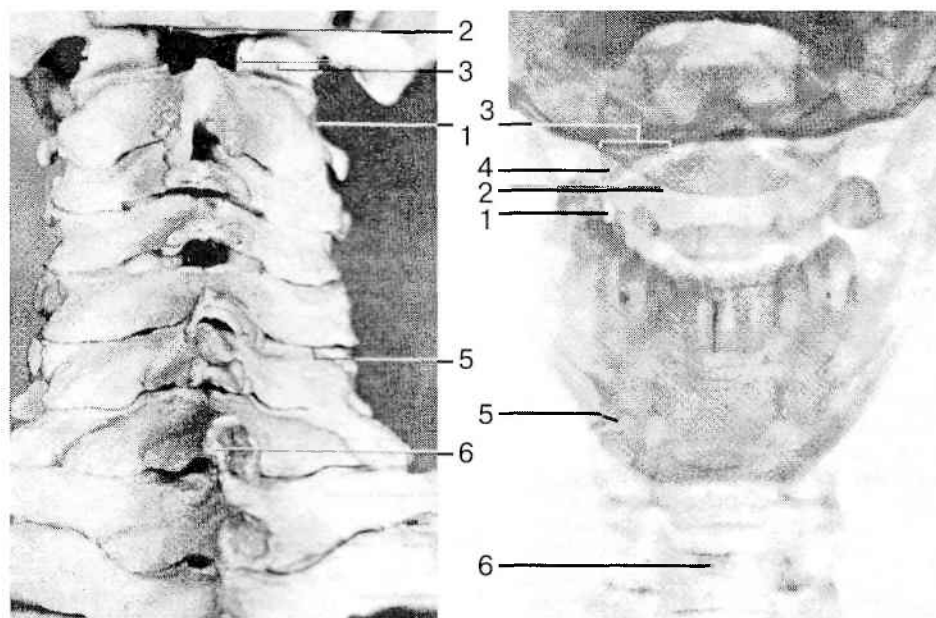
Нормальная рентгенограмма шейного отдела позвоночника, вид сзади (по K.Lewit, 1991): 1 — отверстие поперечного отростка осевого позвонка; 2 — нижний край задней дуги атланта; 3 — боковая масса атланта; 4 — латеральный треугольник; 5 — суставная щель; 6 — остистый отросток.
